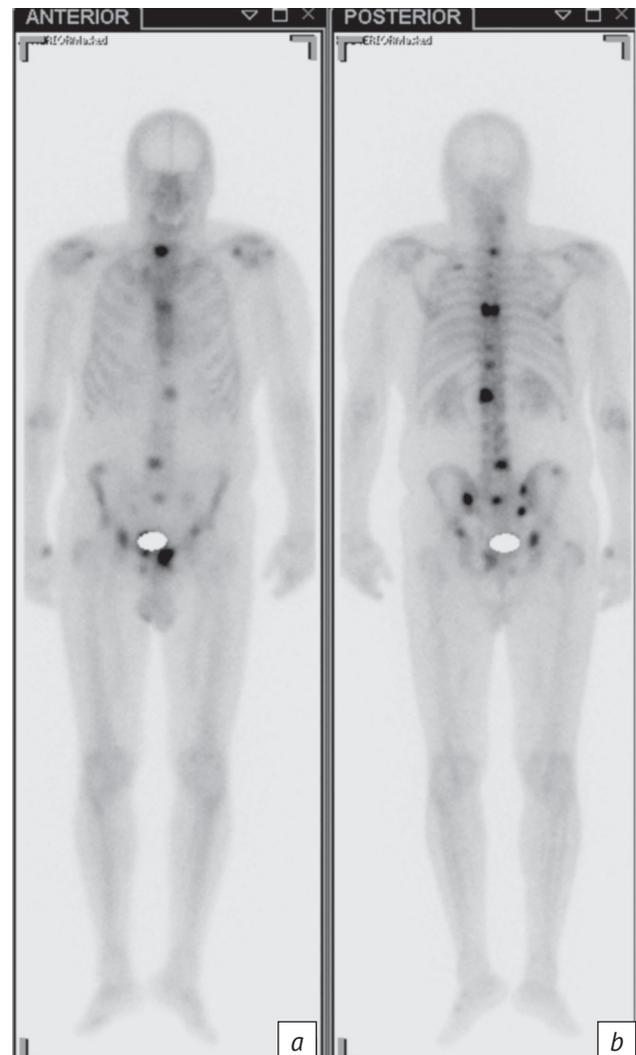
Планарная остеосцинтиграфия с  $^{99m}\text{Tc}$ -ПФ в режиме «все тело» в передней (*a*) и задней (*b*) проекциях. Множественные «горячие» очаги высокой метаболической активности в позвоночнике, костях таза, ребрах
